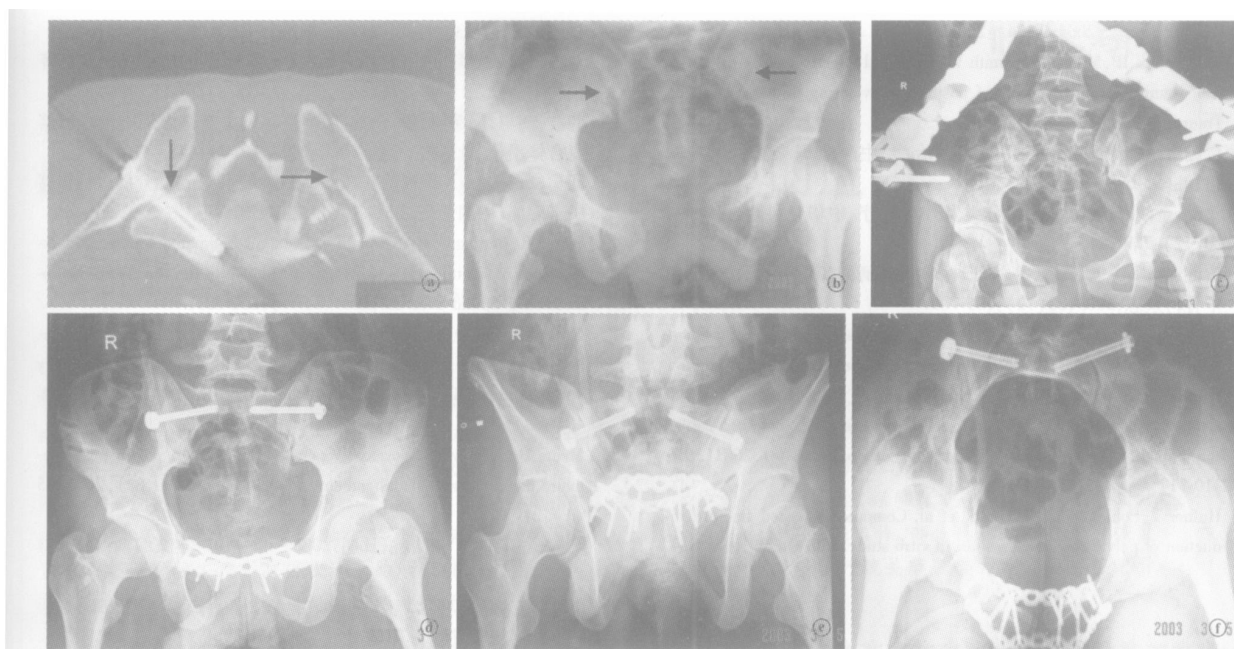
患者,男,45岁 ①CT引导双侧骶髂拉力螺钉固定(箭头所示) ②术前骨盆正位片示耻骨联合分离合并双侧骶髂复合体损伤(箭头所示) ③急诊行外固定支架固定后耻骨联合分离获得大部分复位,双侧骶髂复合体获得部分复位骨盆正位片 ④⑤⑥分别为术后骨盆正位、出口位、入口位片,显示耻骨联合分离行2块重建钢板固定,双侧骶髂复合体损伤在CT引导下骶髂拉力螺钉固定
